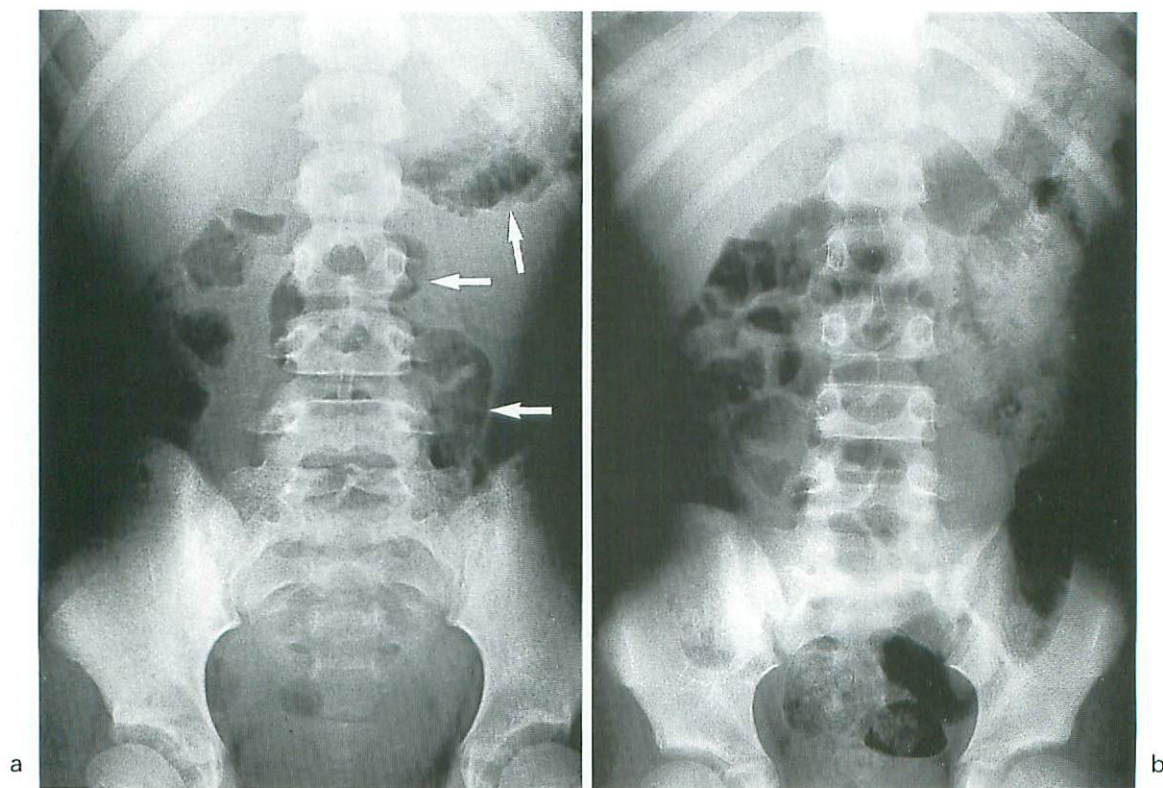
小腸異常ガス像(腹部単純X線写真仰臥位正面像)
